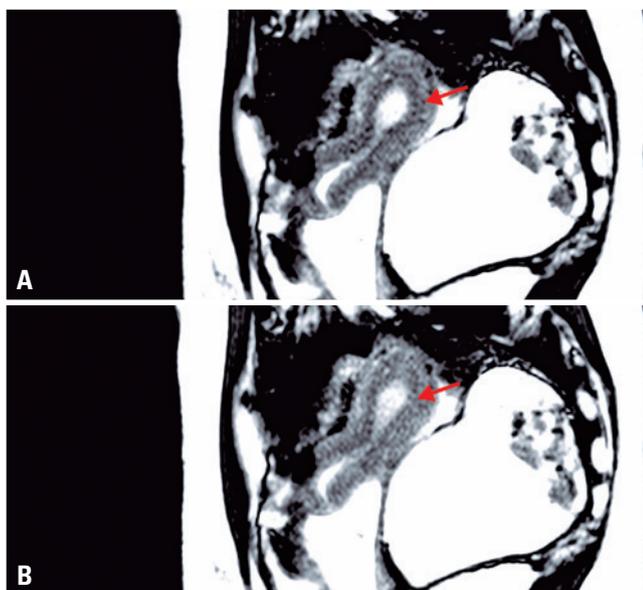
Pelve uterina, sequência ultrarrápida de RM no plano sagital, com caracterização de contração focal no fundo uterino. (A) Útero sem contração, a zona juncional apresenta-se homogênea e regular na topografia posterior do fundo uterino. (B) Útero com contração, caracterização de impressão/estreitamento na zona juncional na topografia posterior do fundo uterino, no momento da passagem da peristalse uterina
